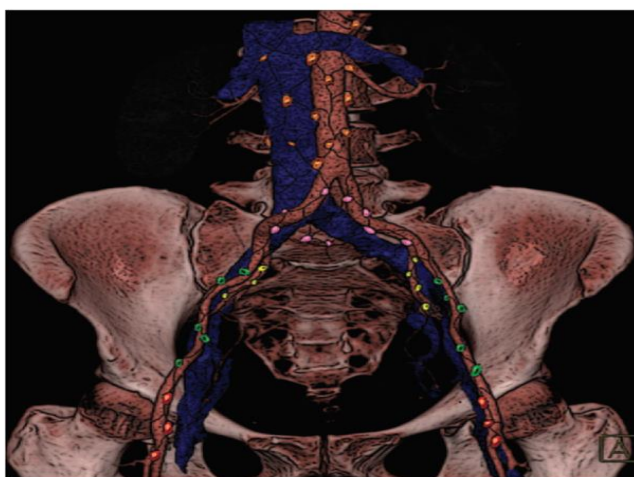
Localización de cadenas ganglionares de drenaje en el cáncer de cérvix. Se diferencian los ganglios paraaórticos (naranja), iliacos comunes (morado), iliacos internos (amarillo), iliacos externos (verde) e inguinales ((rojo). Imagen obtenida de: Pathways of lymphatic spread in gynecologic malignancies. Radiographics. 2015; 35 (3): 916-45
